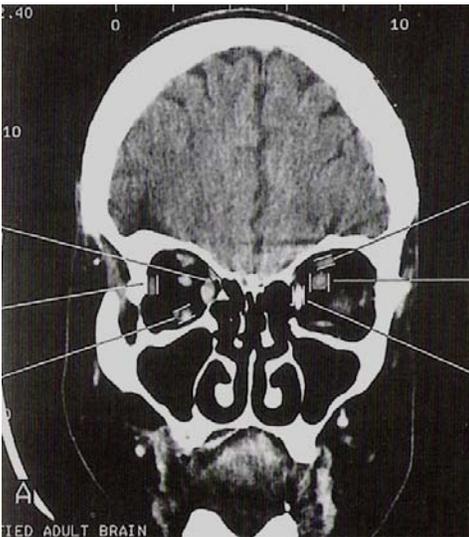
TC orbitaria. Grosor del nervio óptico
